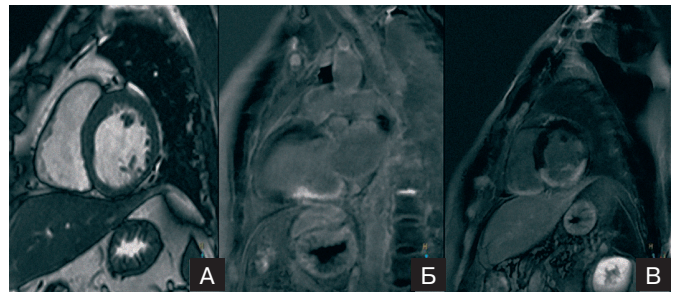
Томограма (MPV) пацієнта Т., 57 років. Вітончення задньої стінки базальних і середніх відділів ЛШ (А). Трансмуральне відстрочене накопичення контрастної речовини в задніх стінках лівого і правого шлуночків – рубцеві зміни (Б, В).
